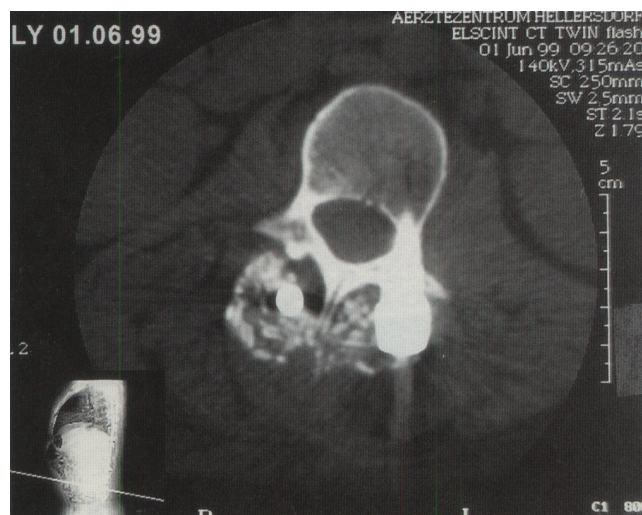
Computertomographie 3 Monate nach dorsaler instrumentierter Spondylodese mit guter Deckung der Metallimplantate mit autologem Knochen/ $\beta$ -Tricalciumphosphat
